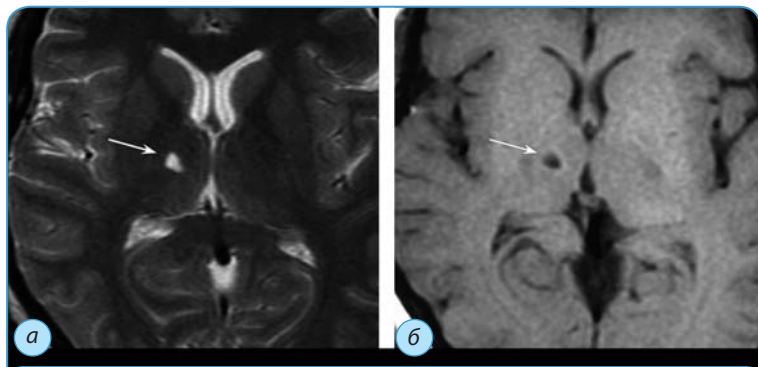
МРТ головного мозга. Ишемический лакунарный инсульт в зрительном бугре, справа, подострая фаза, 2-е сутки после развития левостороннего гемипареза:
